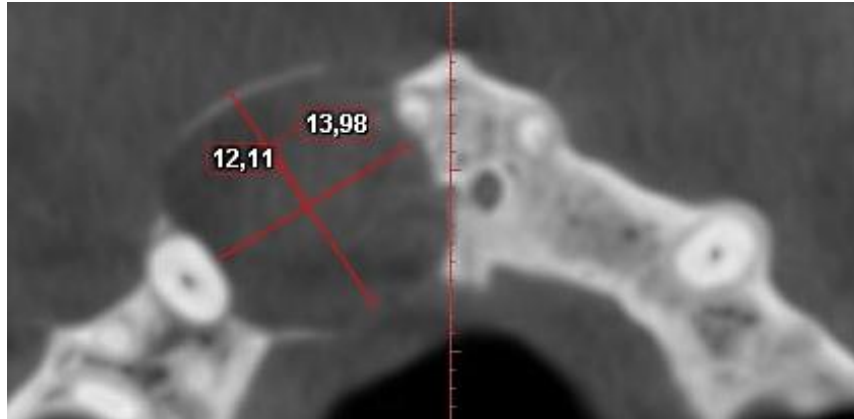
Фрагмент КТ-знімка пацієнта Г., 21 рік, із вогнищем деструкції кісткової тканини альвеолярного відростка правої верхньої щелепи в ділянці 11, 12 зубів
